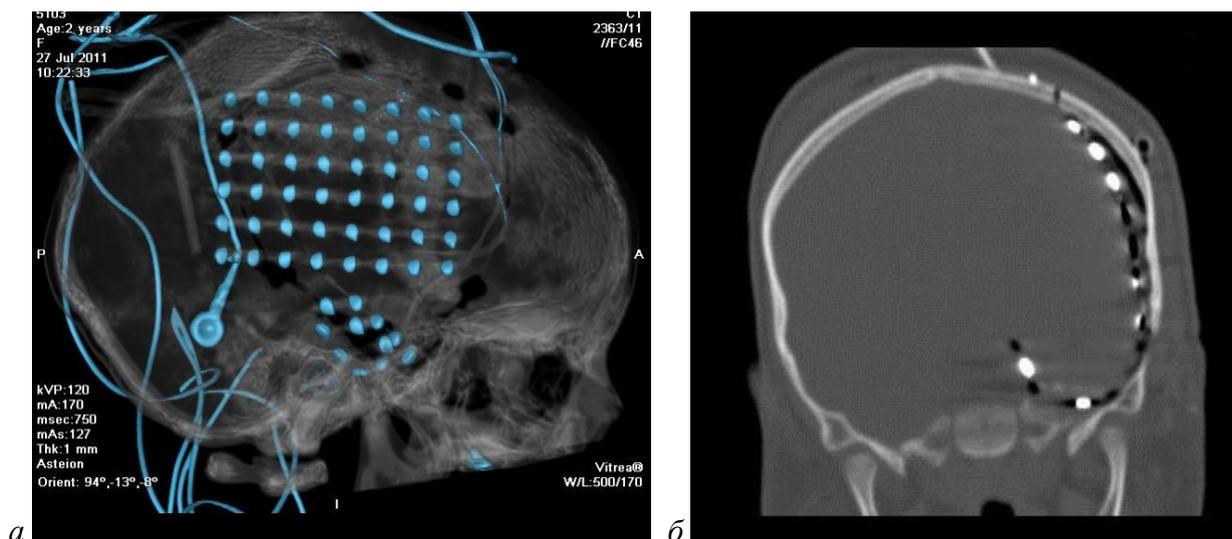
КТ визуализация субдуральных электродов.
